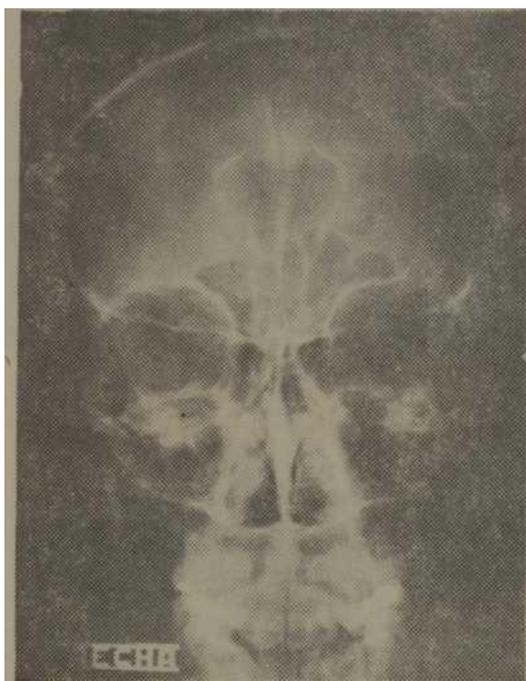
Radiografía de cráneo en vista frontal. Se observa en línea media y zona radiotransparente rodeada por calcificación curvilínea en forma de dos arcos cóncavos hacia adentro.
